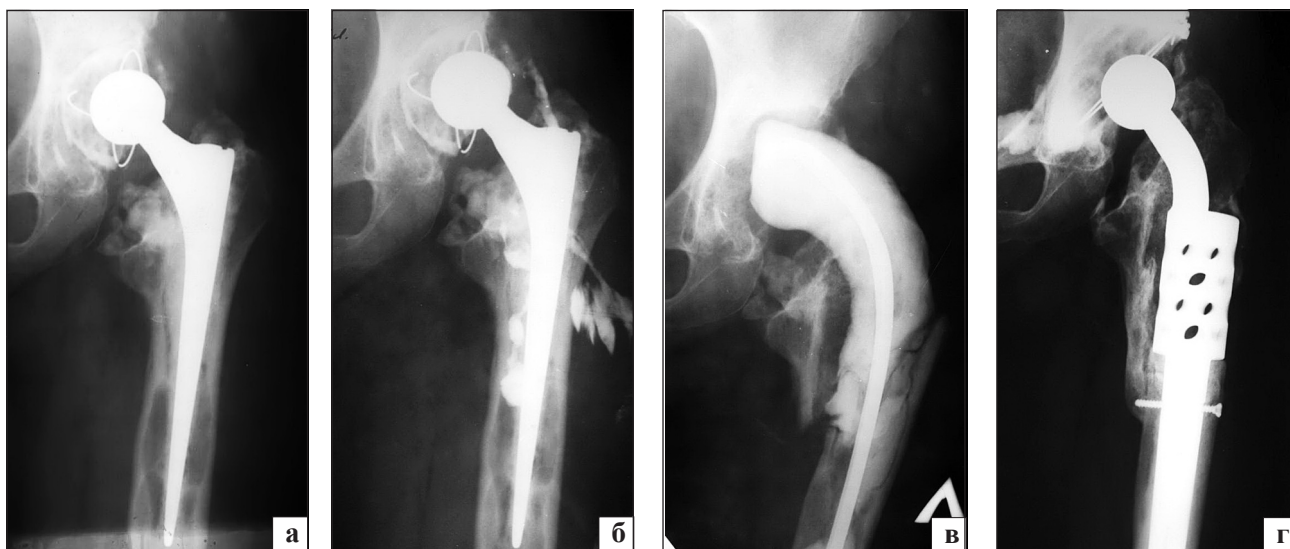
Фотоотпечатки рентгенограмм левого тазобедренного сустава пациентки А., 48 лет: а) септическая нестабильность компонентов эндопротеза; б) фистулограмма; в) после установки металлоцементного спейсера; г) после имплантации ревизионного индивидуального эндопротеза левого тазобедренного сустава
